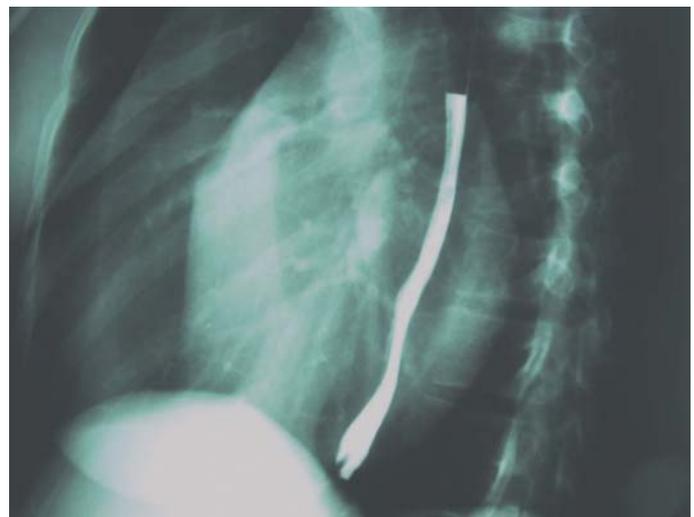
Alteraciones en la radiografía contrastada del esófago (grupo I de la clasificación de Razende)
